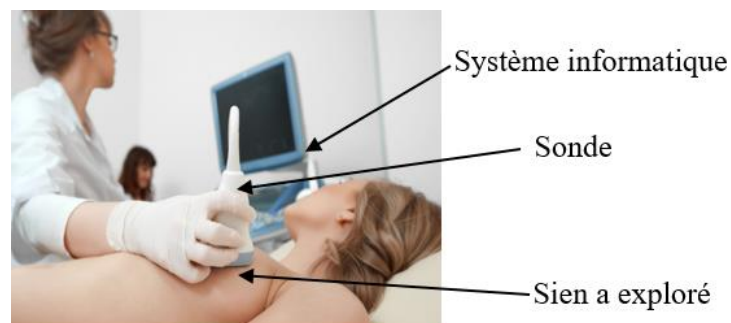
8. Principe de l'échographie mammaire
